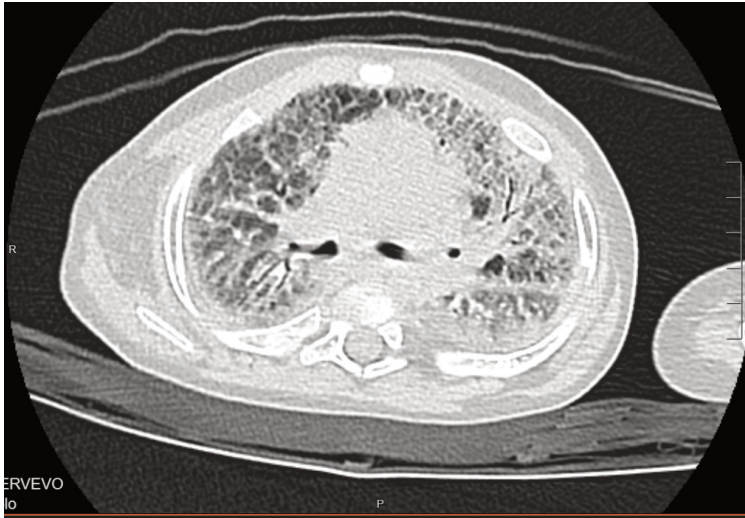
TAC del polmone che mostra un quadro di ispessimento interstiziale avanzato con *ground glass*, addensamenti multipli e iniziale fibrosi polmonare.
